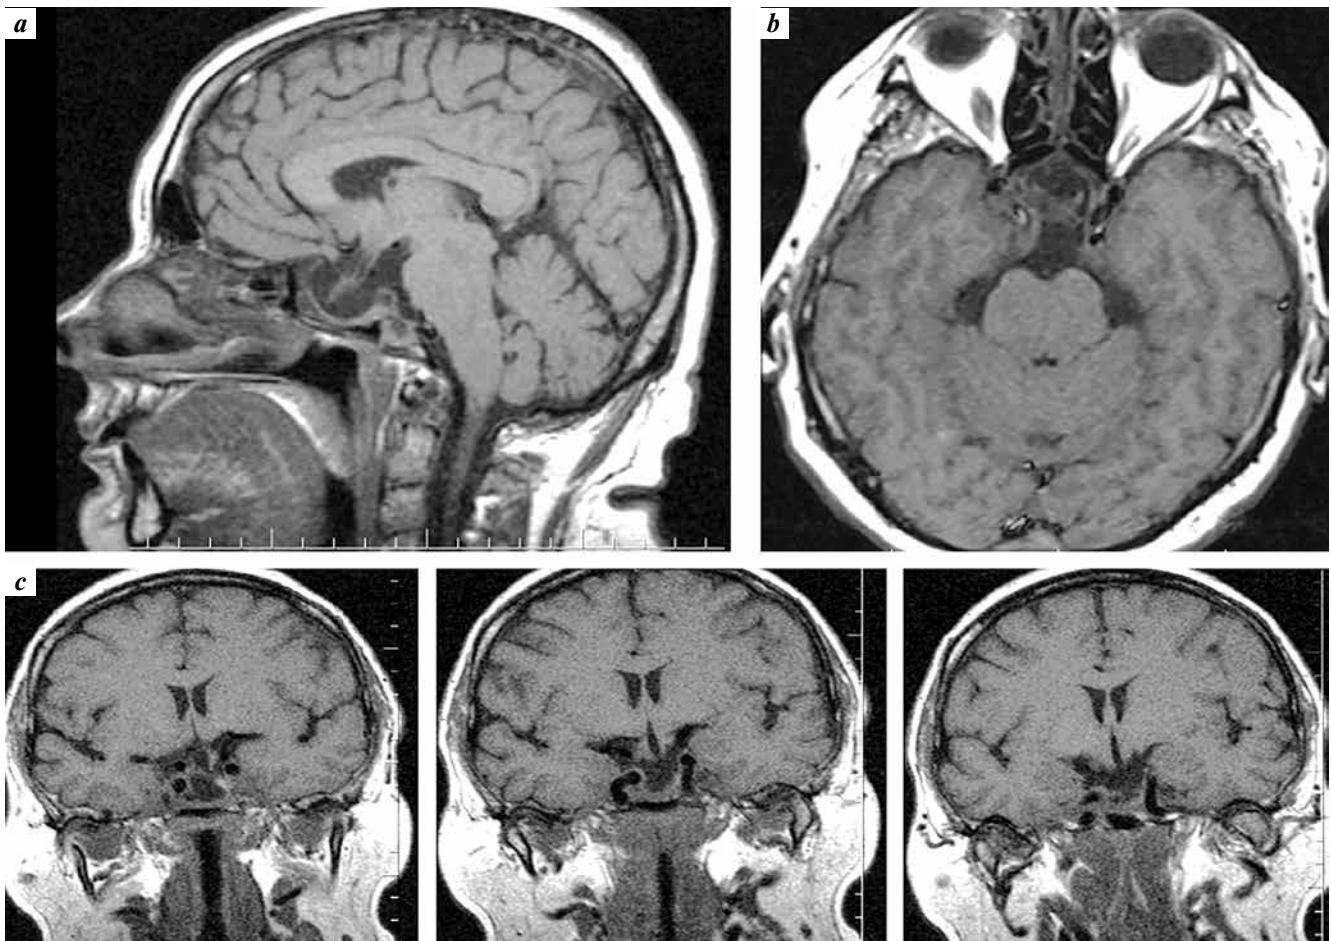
Magnetic resonance tomograms of the brain of patient K. 4 years after the start of cabergoline therapy in sagittal (a), axial (b) and frontal (c) projections
